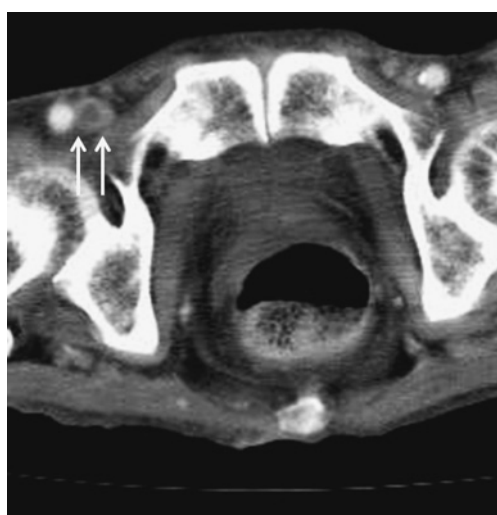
Contrast-enhanced CT findings on admission
